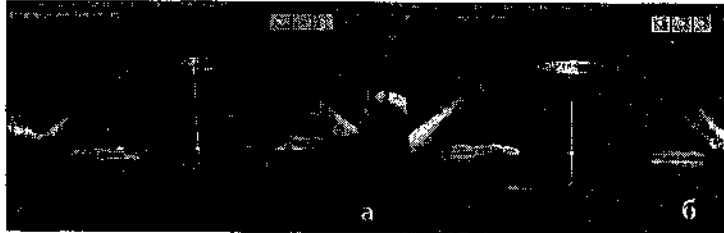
Оптична когерентна томографія переднього відрізка ока пацієнта О. з транссклеральною фіксацією ІОЛ: а - меридіан підшивання опорних елементів ІОЛ; б - меридіан нахилу ІОЛ (кут нахилу становить 12,5 град.).
